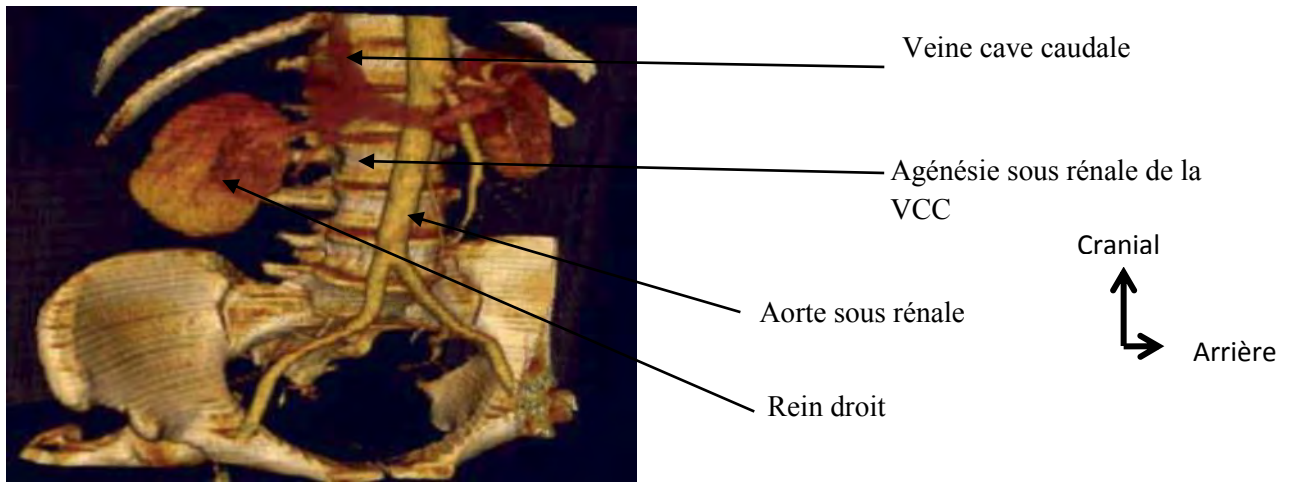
Une image TDM de reconstruction VRT montrant une agénésie de la VCI sous rénale
